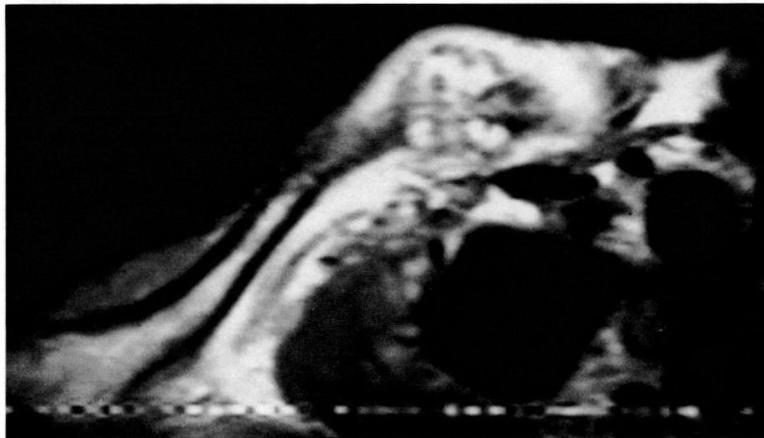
b : T1-weighted image with Gd-DTPA
